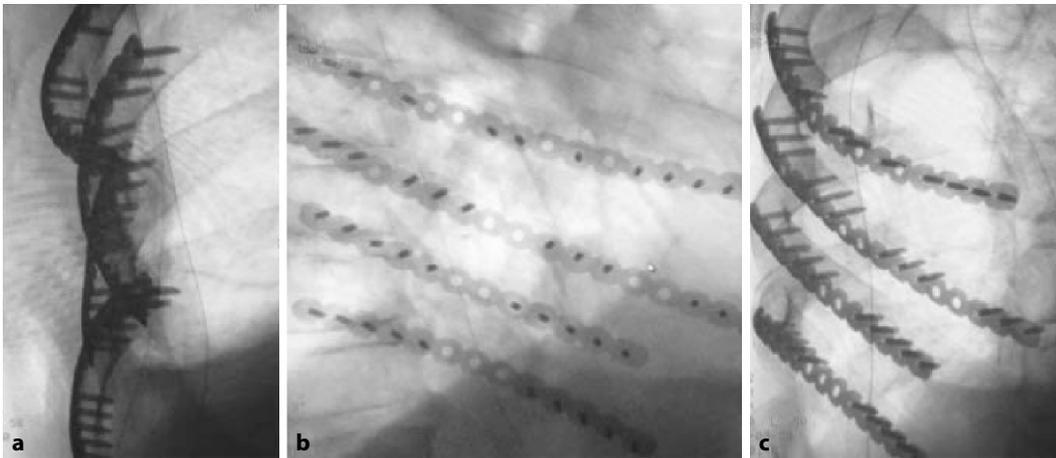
◀ Intraoperative Röntgenkontrolle in der anterior-posterior-Projektion (a) sowie unterschiedlichen Schrägebenen (b, c) mit regelrechter Platten- und Schraubenlage bei guter Reposition
